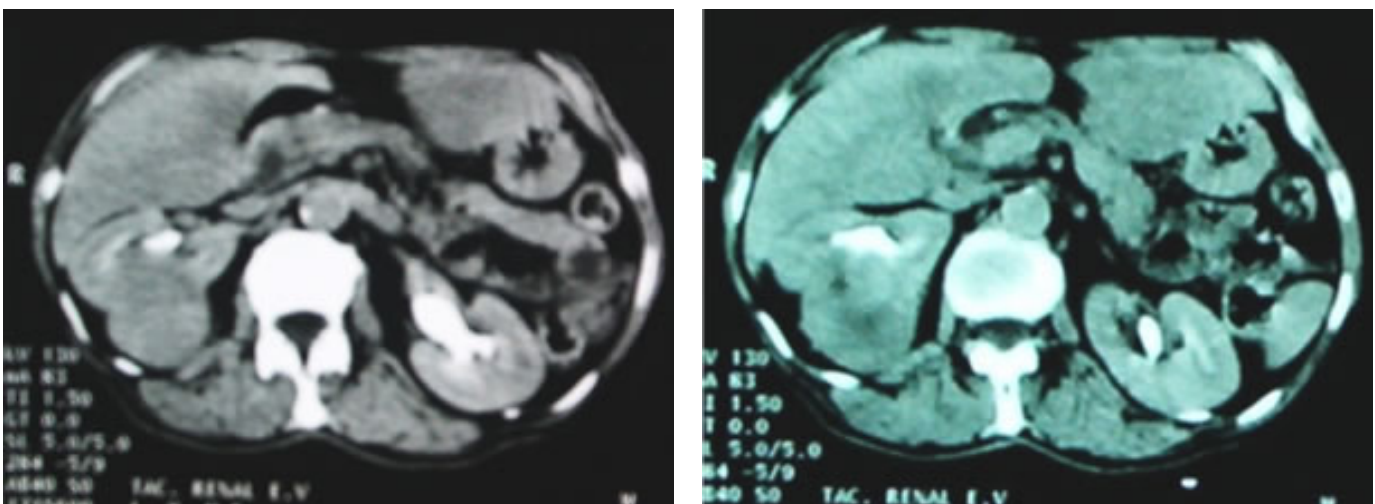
TAC: imagen tumoral hiperdensa de contornos irregulares
